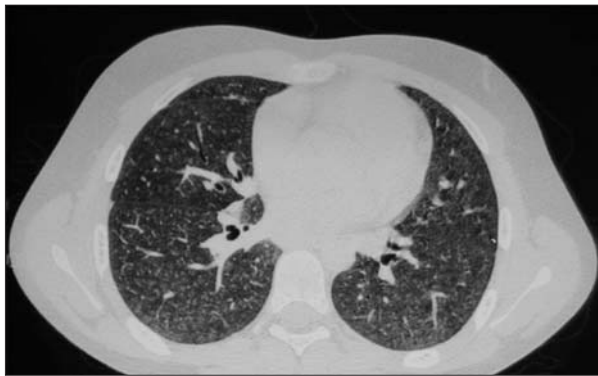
Tomografía computarizada (TC) torácica. Múltiples nodulaciones centrolobulillares. Imágenes en vidrio deslustrado. Zonas de aireación heterogénea.
